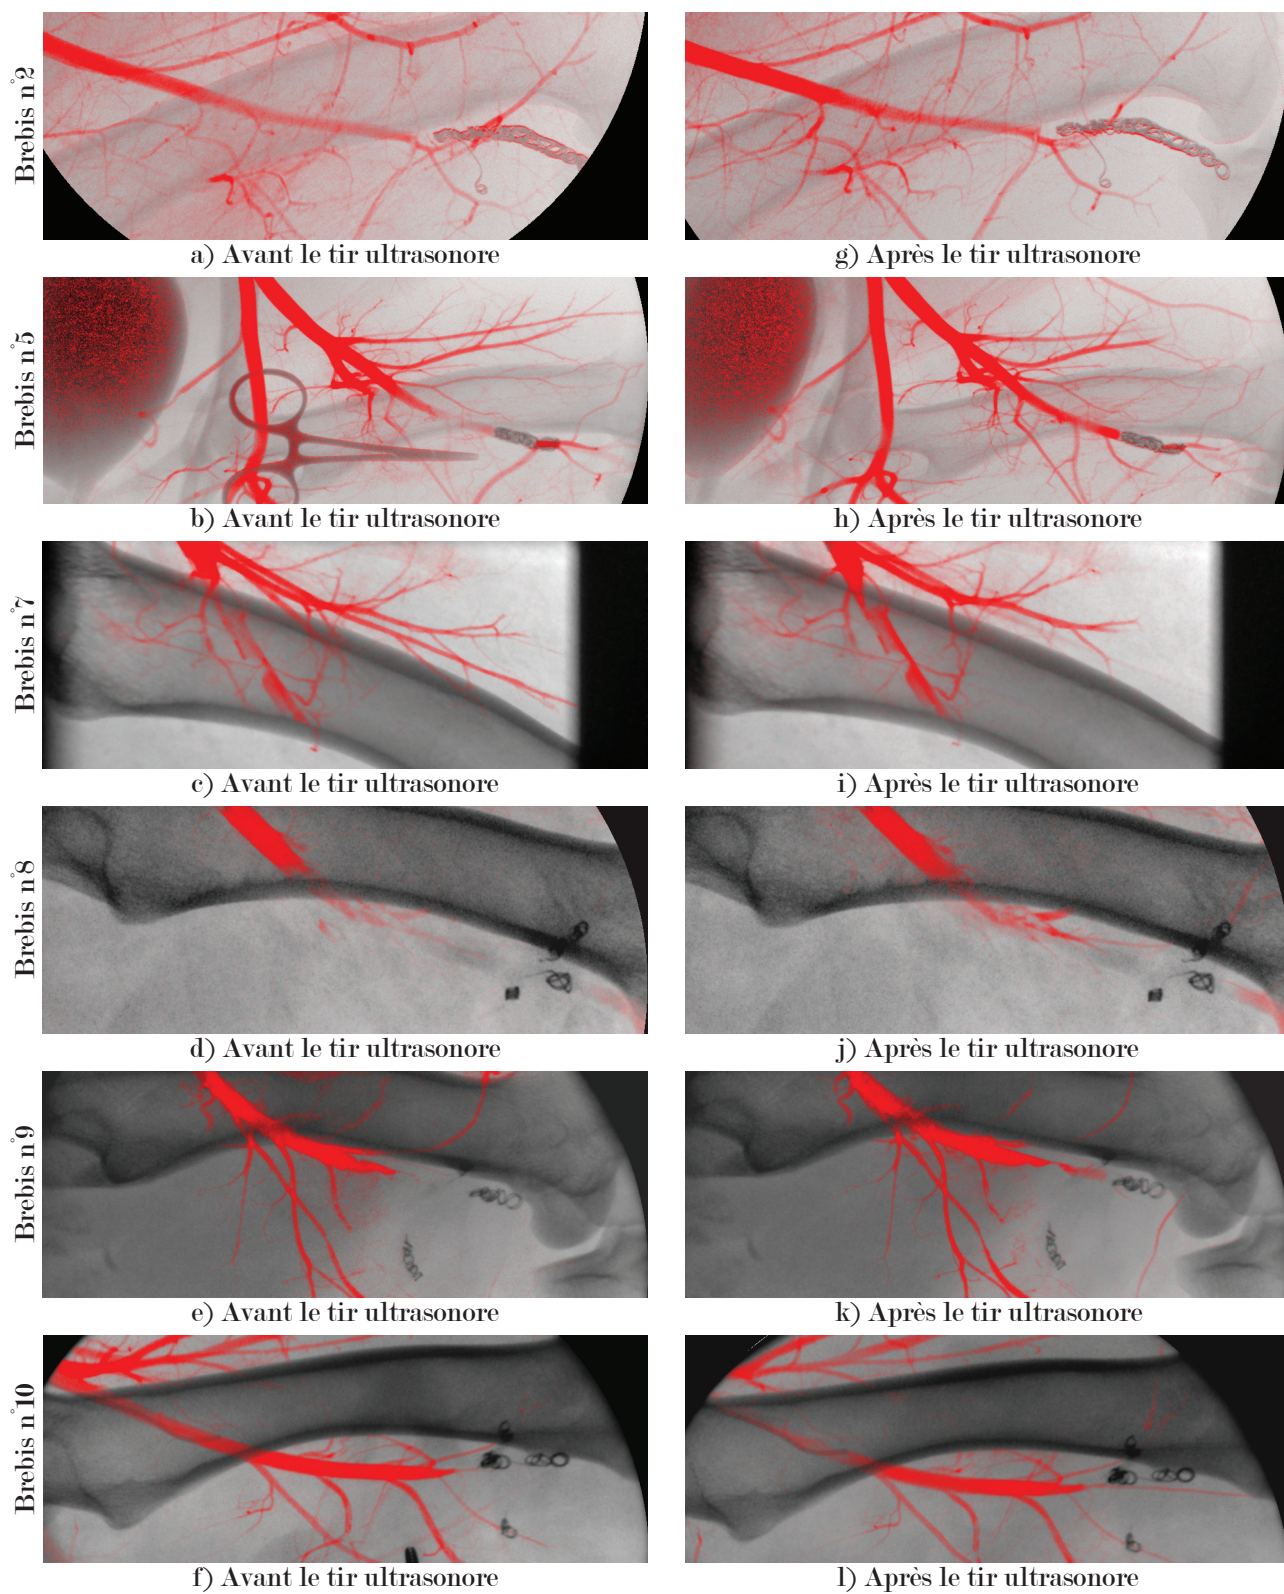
Angiographies réalisés, a-e) avant le tir ultrasonore et f-j) après le tir ultrasonore, sur différentes brebis.
